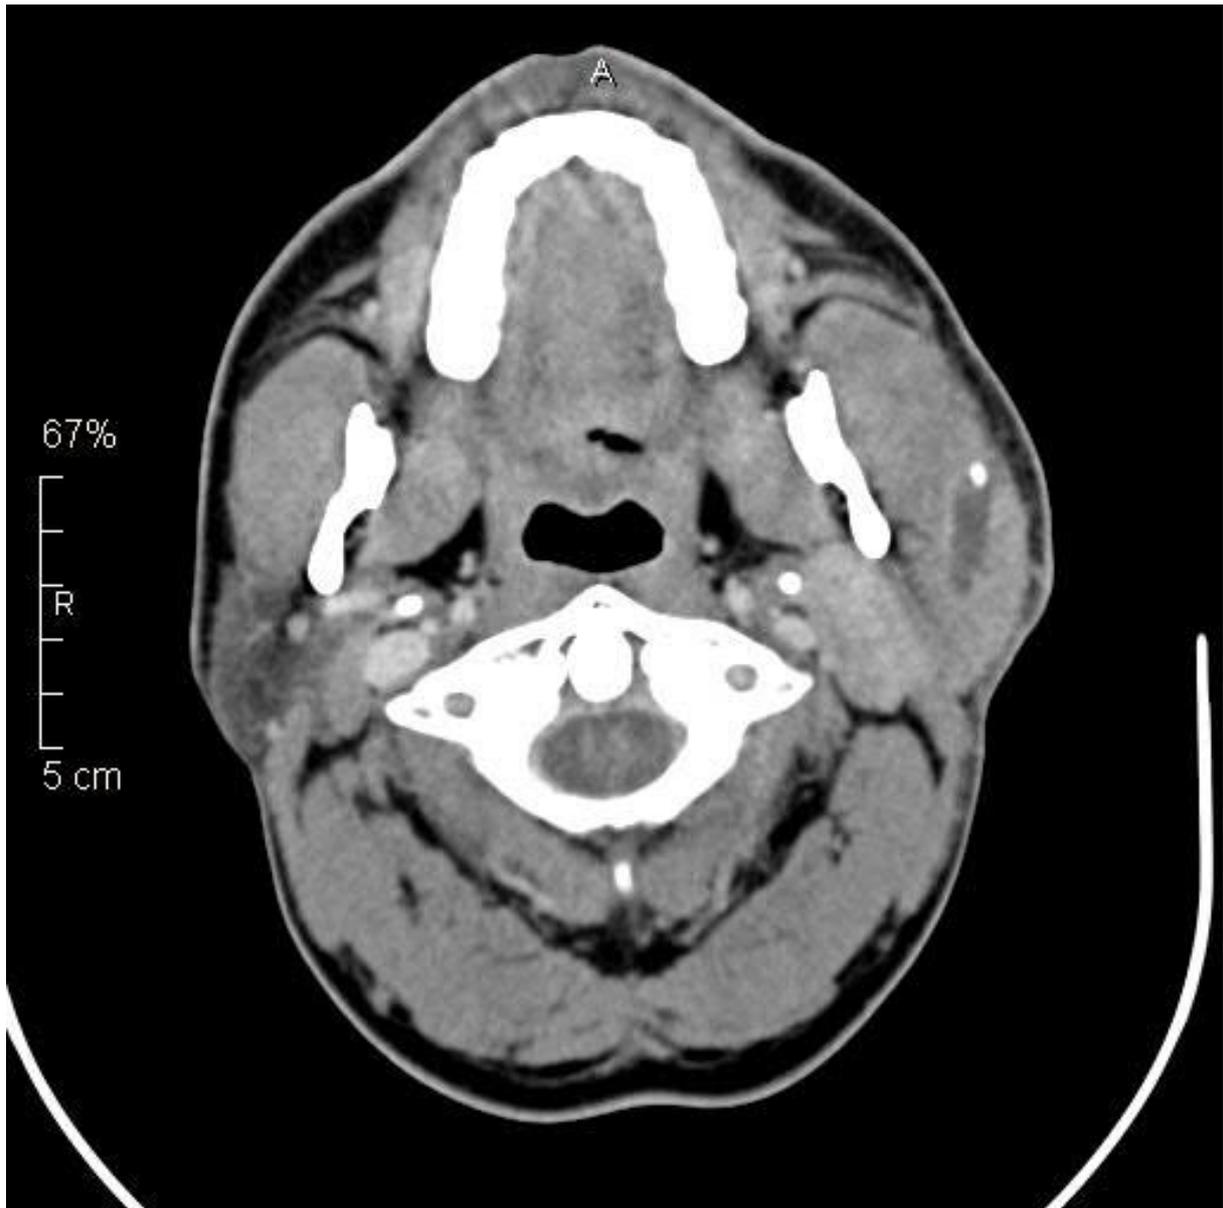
CT Gesicht-/ Hals; Speichelstein mit Sekretrückstau und Gangdilatation im Bereich der rechten Gl. parotis
